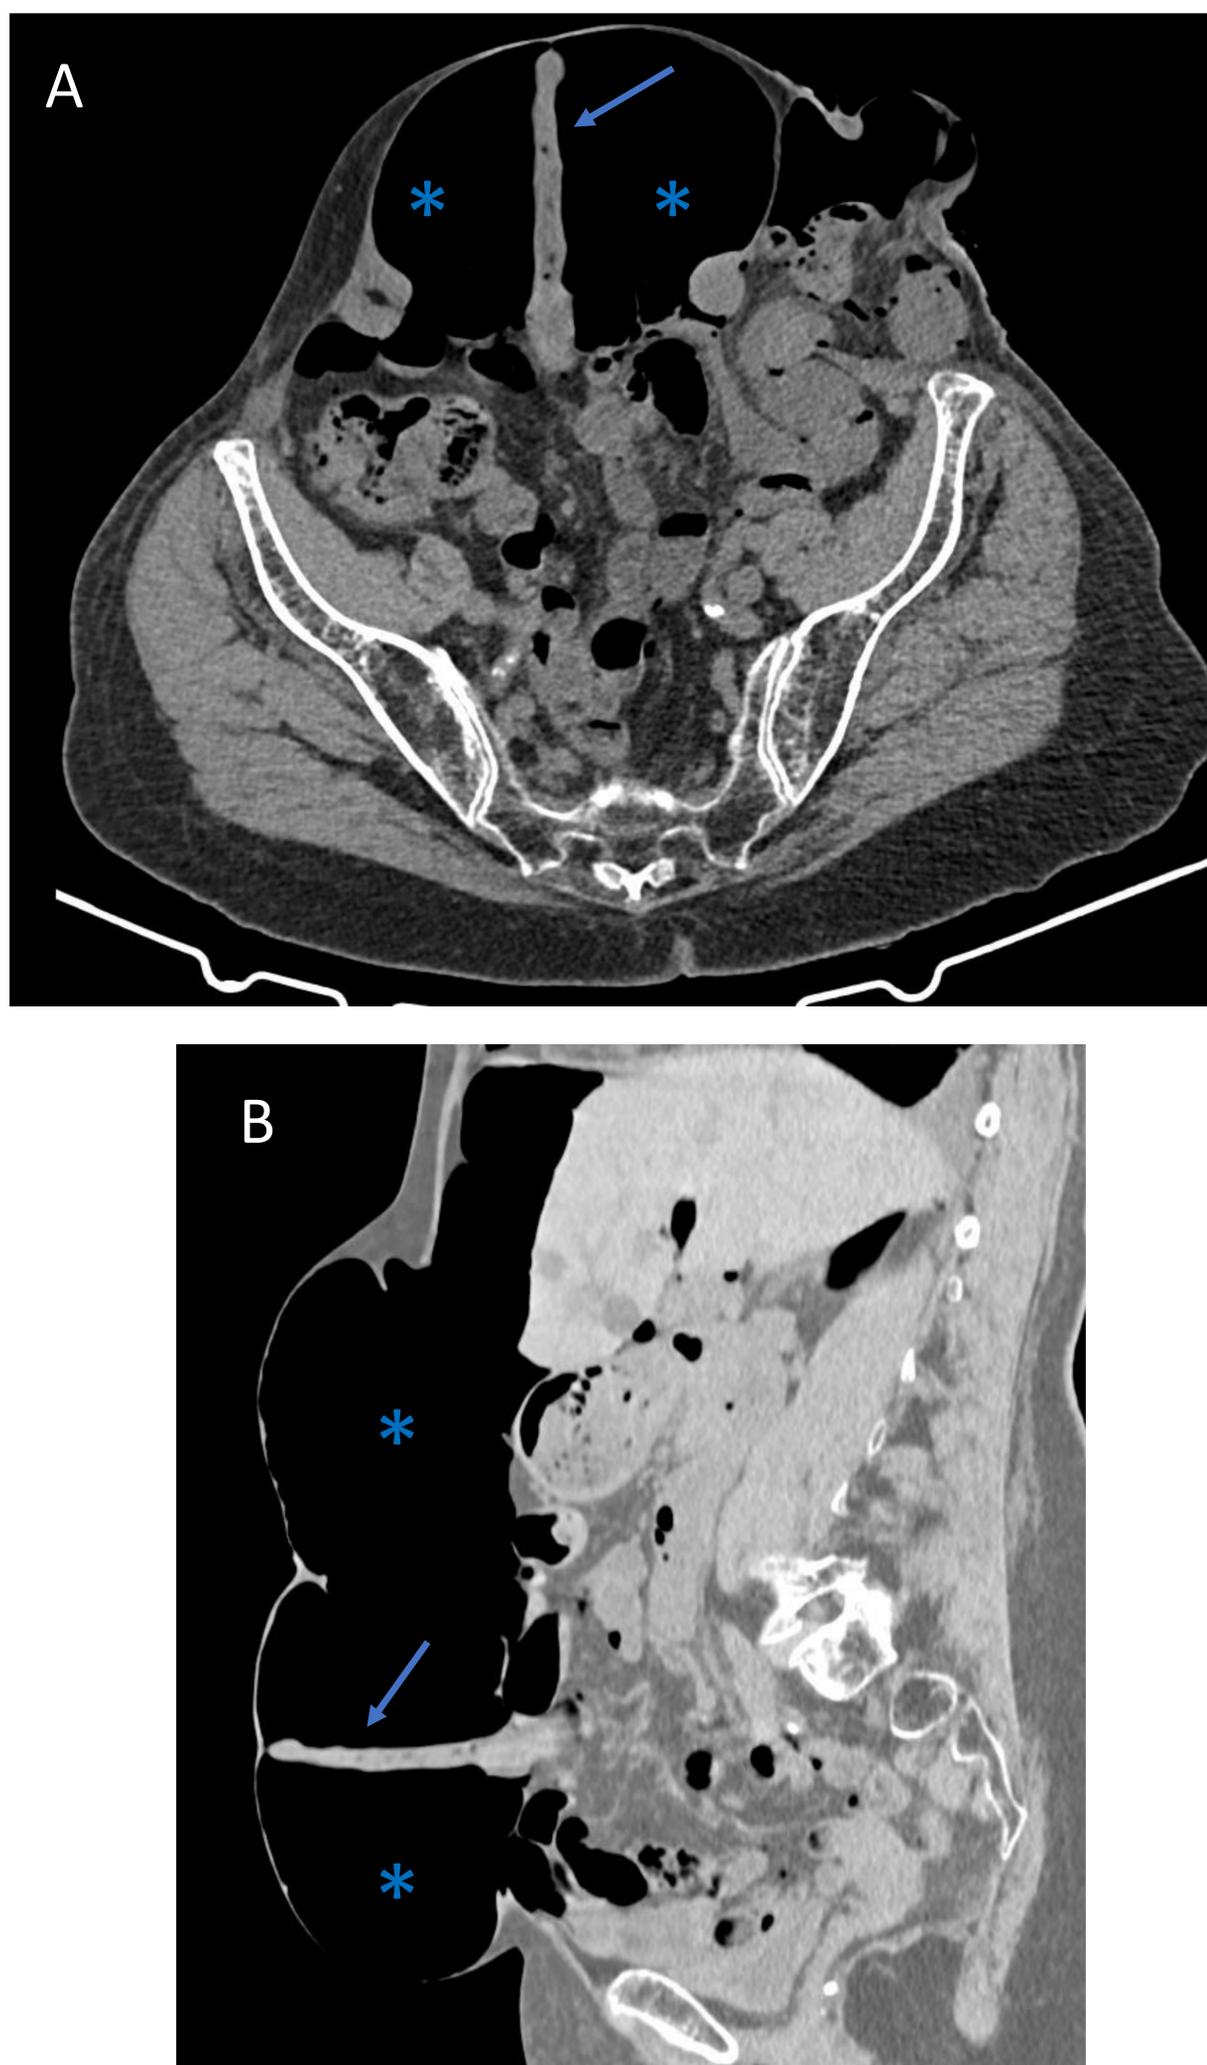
Cortes axial (A) y sagital (B) de la TC del neumoperitoneo. Otro ejemplo de brida/adherencia, donde en este caso un asa de delgado (flecha fina) queda fijada a la pared abdominal anterior en el seno de un abundante neumoperitoneo anterior (asteriscos)
